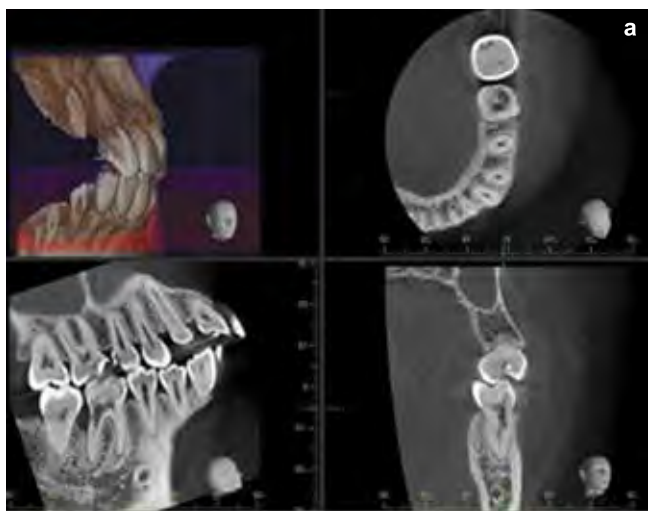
Компьютерная томограмма «Morita» на этапе диагностики: а – очаг внутренней резорбции; б – перфорация дистальной стенки полости зуба
